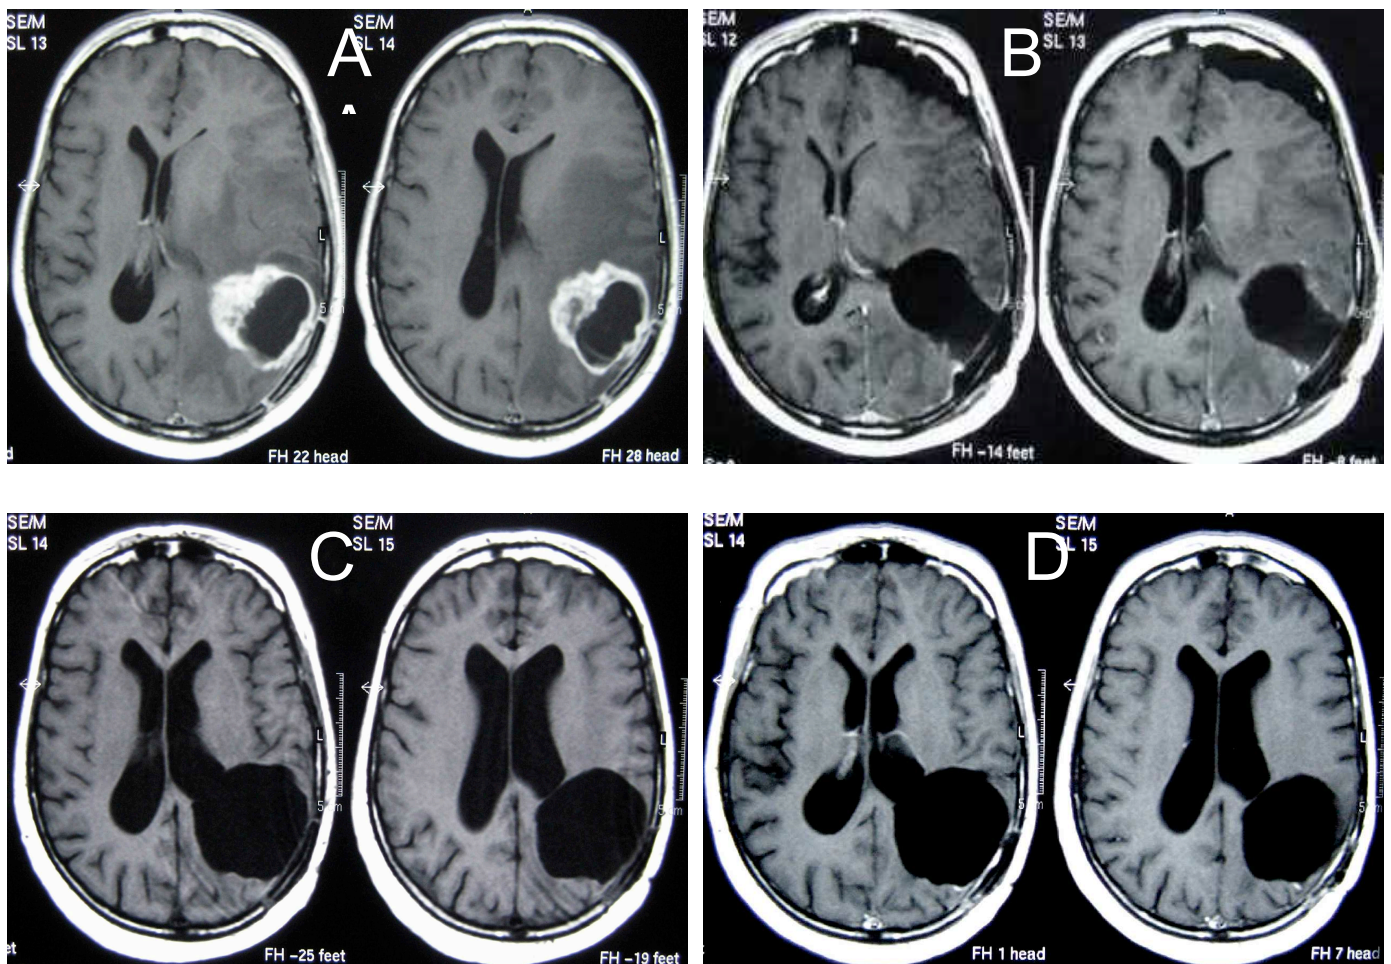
Verlaufsbildgebung einer 49-jährigen GBM-Patientin behandelt mit dem GliaSite®-Radiation Therapy System nach der Rezidiv-Operation eines GBM (axiale, T1-gewichtete MRT-Aufnahmen mit KM i.v.) A: Rezidiv eines Glioblastoma multiforme vor Rezidiv-Operation B: post-operative MRT mit GliaSite®-Ballon in der Resektionshöhle und Verlaufsbildgebung nach C: 2 Monaten und D: 4 Monaten.
